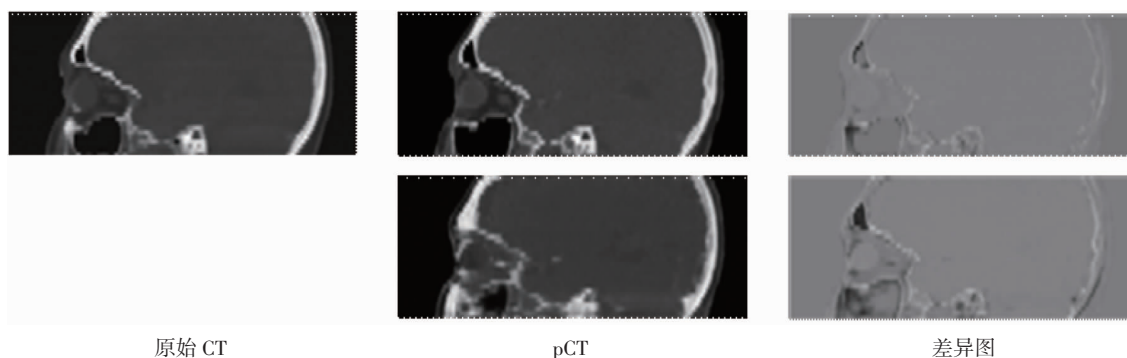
pCT 与 CT 的目视定性比较(矢状面)
